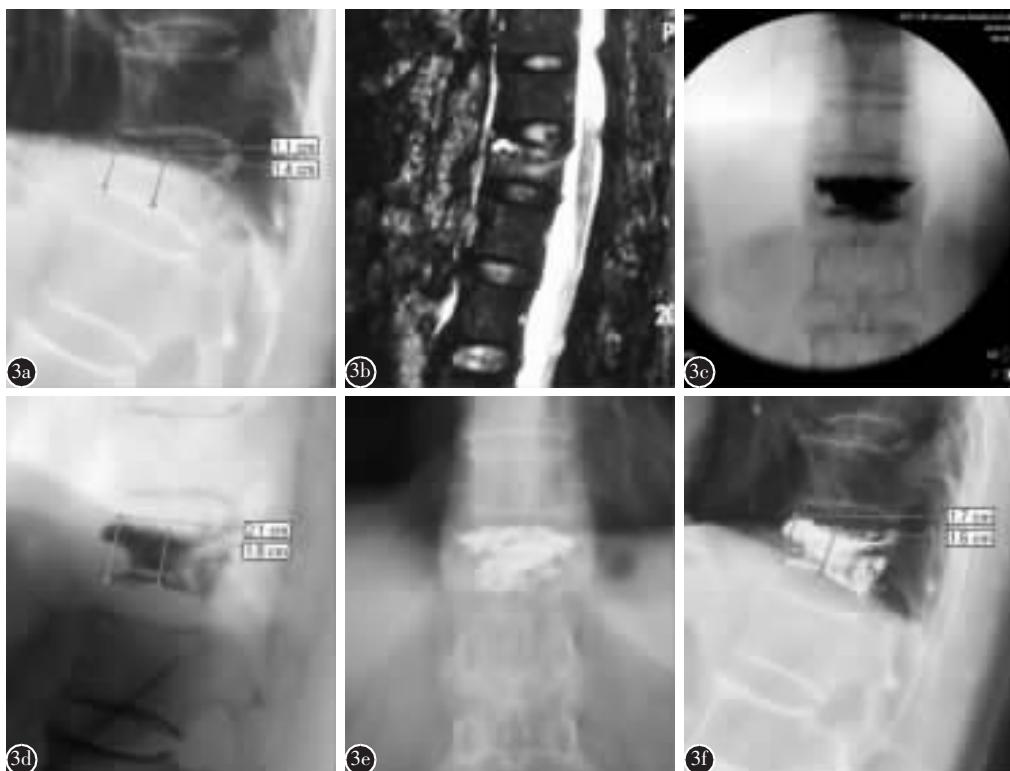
患者女性,71岁,平地摔伤后腰背痛3d a 术前侧位X片示T12压缩骨折,Cobb角30°,伤椎前缘、中部高度分别为11mm、14mm b 术前MRI-STIR序列示T12椎体为新鲜骨折信号 c 术后C型臂X线机正位透视显示骨水泥分布到椎体手术对侧 d 术后C型臂X线机侧位透视显示骨折椎部分复位,Cobb角为9°,椎体前缘、中部高度分别为21mm、18mm e,f 术后12个月随访正侧位X片示骨水泥分布良好,Cobb角为16°,椎体前缘、中部高度分别为17mm、16mm
